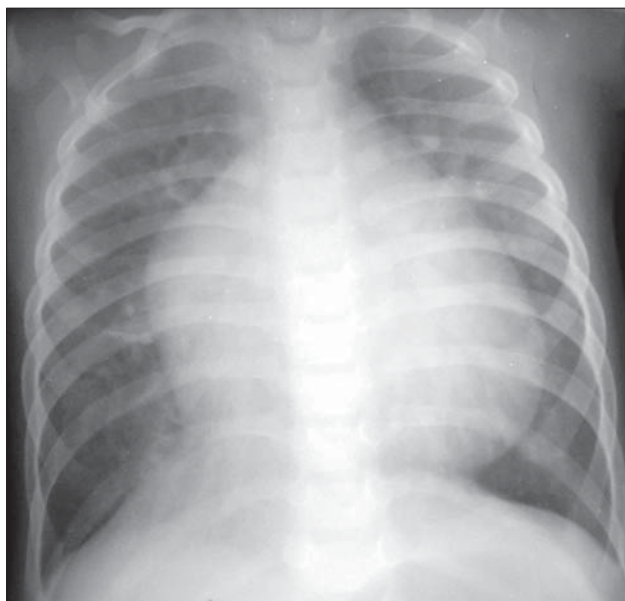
DSA. 8 ani. a) Radiografie toracică PA. Butonul aortic nu se vizualizează. Trunchiul pulmonarei bombat. Mărirea moderată a AD și VD. Hiperemie. Artera pulmonară dreaptă 10 mm. b) Radiografie toracică LL. Reducerea spațiului retrosternal prin hipertrofie de AD și VD. c) Radiografie LL postoperator. Dispozitiv de tip Amplatz.
